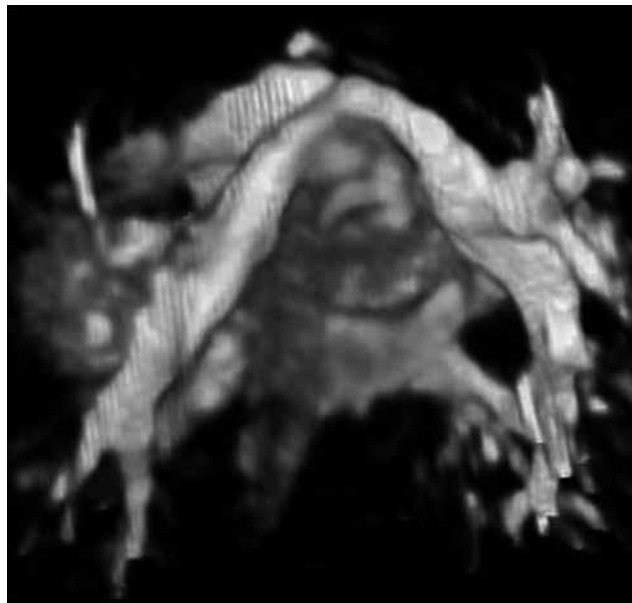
Angio-RM con reconstrucción 3D, visión craneal. Podemos apreciar la morfología y disposición habitual de las arterias pulmonares abrazando a la aorta ascendente en el switch arterial con maniobra de Lecompte. Lo más frecuente es la disminución del diámetro anteroposterior de una o ambas arterias.
